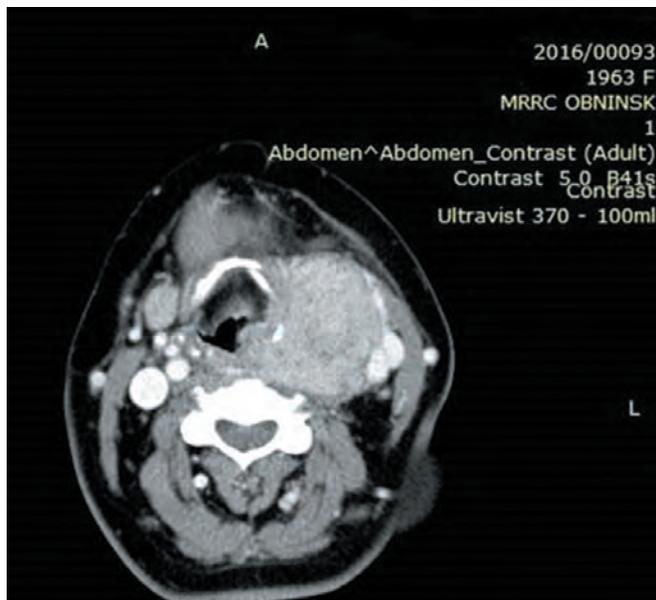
Пациентка С., 53 г. Диагноз: папиллярный рак щитовидной железы; TNM (UICC, 2002): pT3mN1aM0, III клиническая стадия (UICC, 2002). Состояние на 20.01.2016 г. после гемитиреоидэктомии справа. На снимке СКТ шеи опухолевое образование шеи слева, мягкотканной плотности, негетерогенной структуры, деформирующее просветы ротоглотки и преддверия гортани, плотно прилежащее к левой стенке пищевода и трахеи
